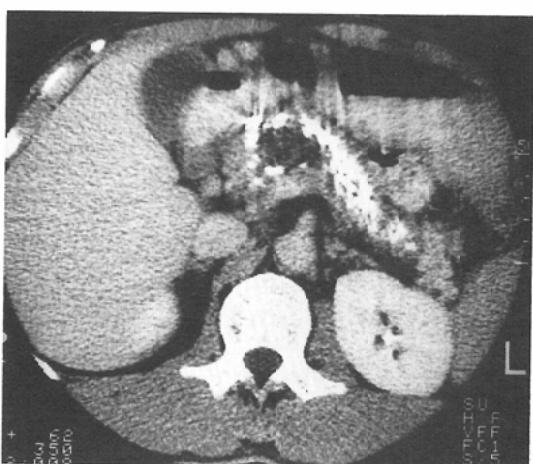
Follow up CT 1 month after the embolization reveals decrease of the pseudoaneurysm in size.
